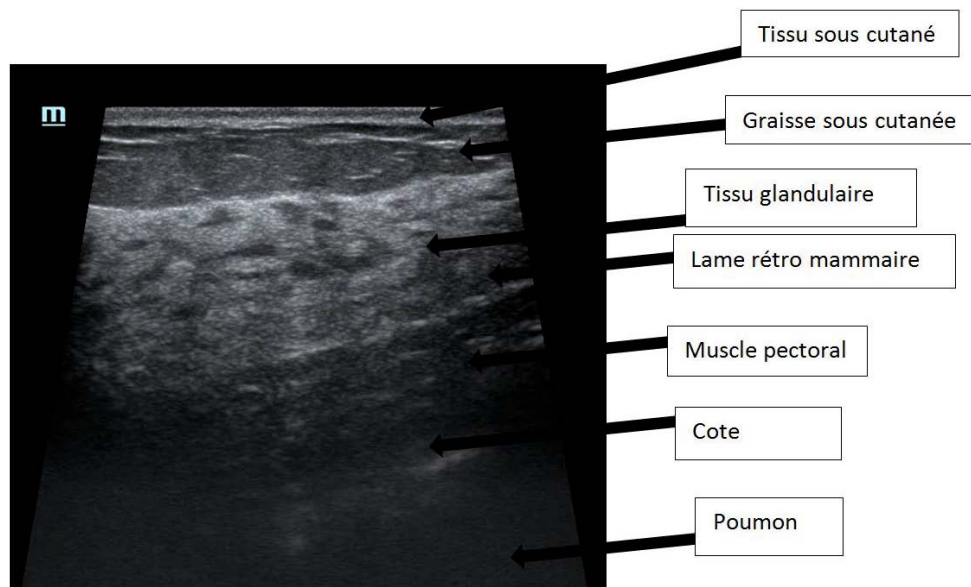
radio-anatomie échographique de la glande mammaire
